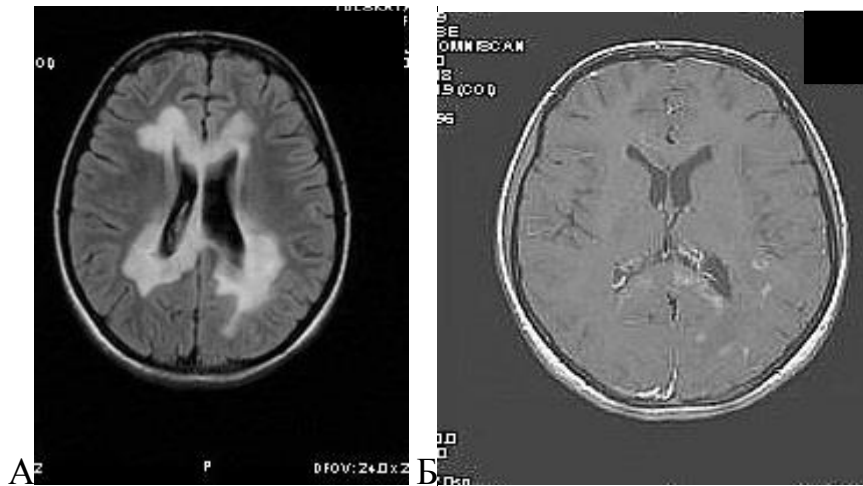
МРТ больной Т., 11 лет. История болезни № 4624, 2014 г. Диагноз: Диссеминированный энцефаломиелит, боррелиозной этиологии. А) FLAIR-ИП, аксиальный плоскость. Диффузные сливные очаги демиелинизации в белом веществе перивентрикулярных отделов обоих полушарий. Б) T1-ВИ с в/в контрастированием, аксиальная плоскость. Множественные участки накопления контраста в области заднего рога бокового желудочка левого полушария
